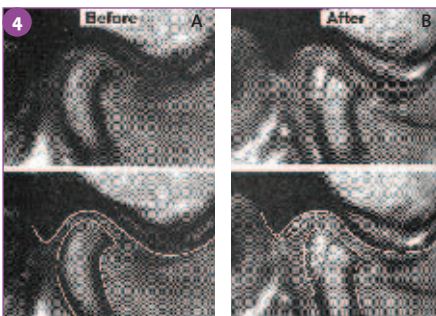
Resonancias de antes (A) y después (B) del tratamiento con el Herbst en un paciente de 20 años de edad. Pancherz.
